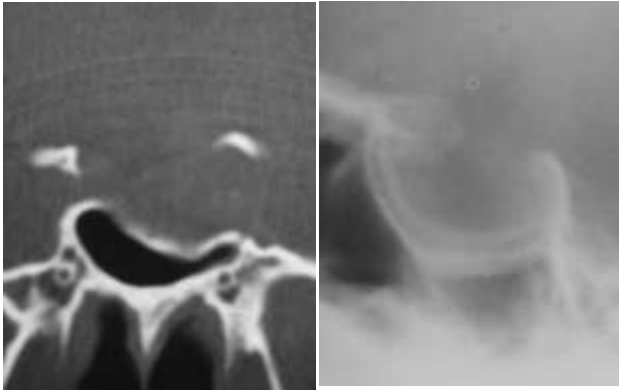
Esquerda. Corte coronal de TC do crânio (janela óssea) de um paciente com um adenoma da hipófise mostrando um rebaixamento do lado direito do assoalho da sela (erosão). Direita. Radiografia simples (tomografia em perfil) do mesmo paciente mostrando o duplo contorno do assoalho da sela.
